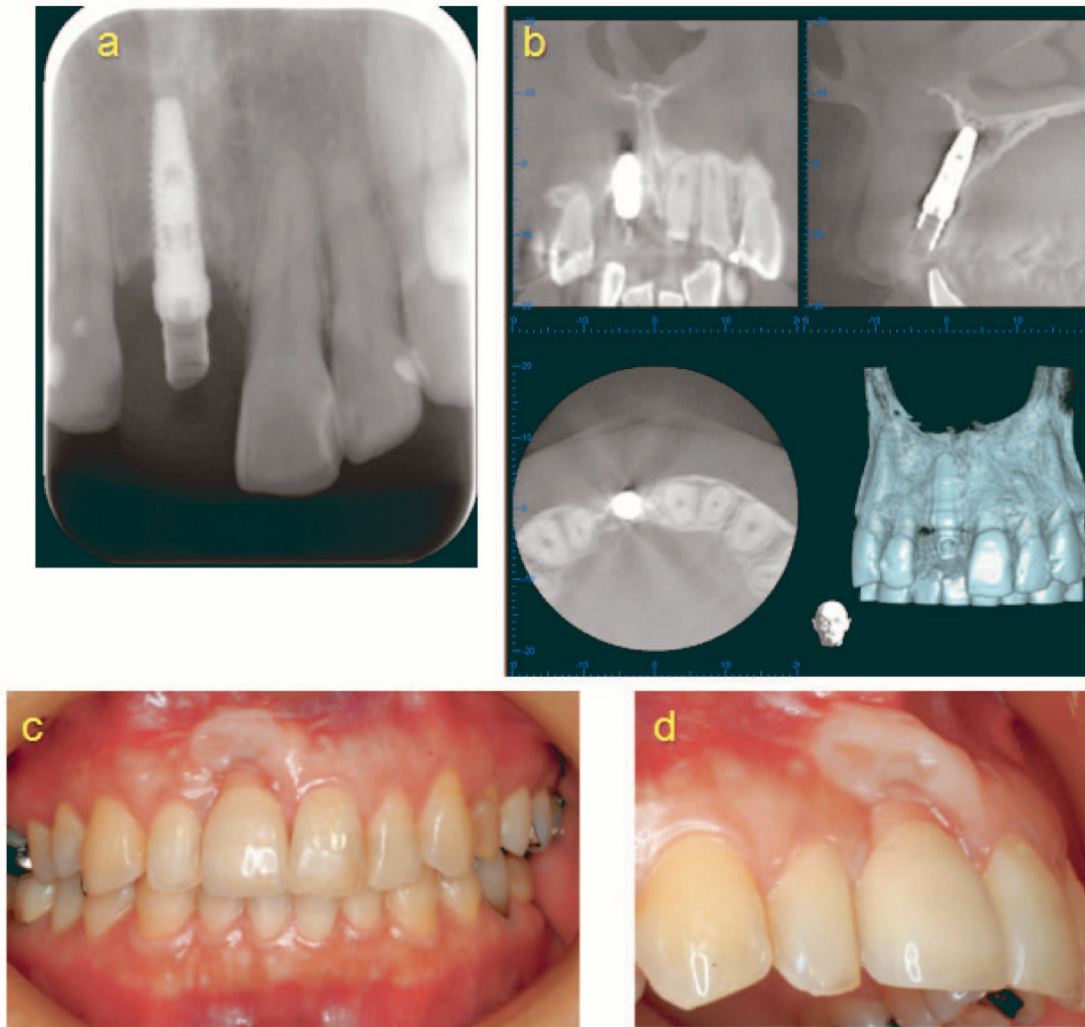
Dental X-ray and CBCT photograph taken 2 years and 9 months for the implant insertion (June, 2010), Clinical photograph taken 3 years and 6 months for the post-periodontal plastic surgery (September, 2012).
